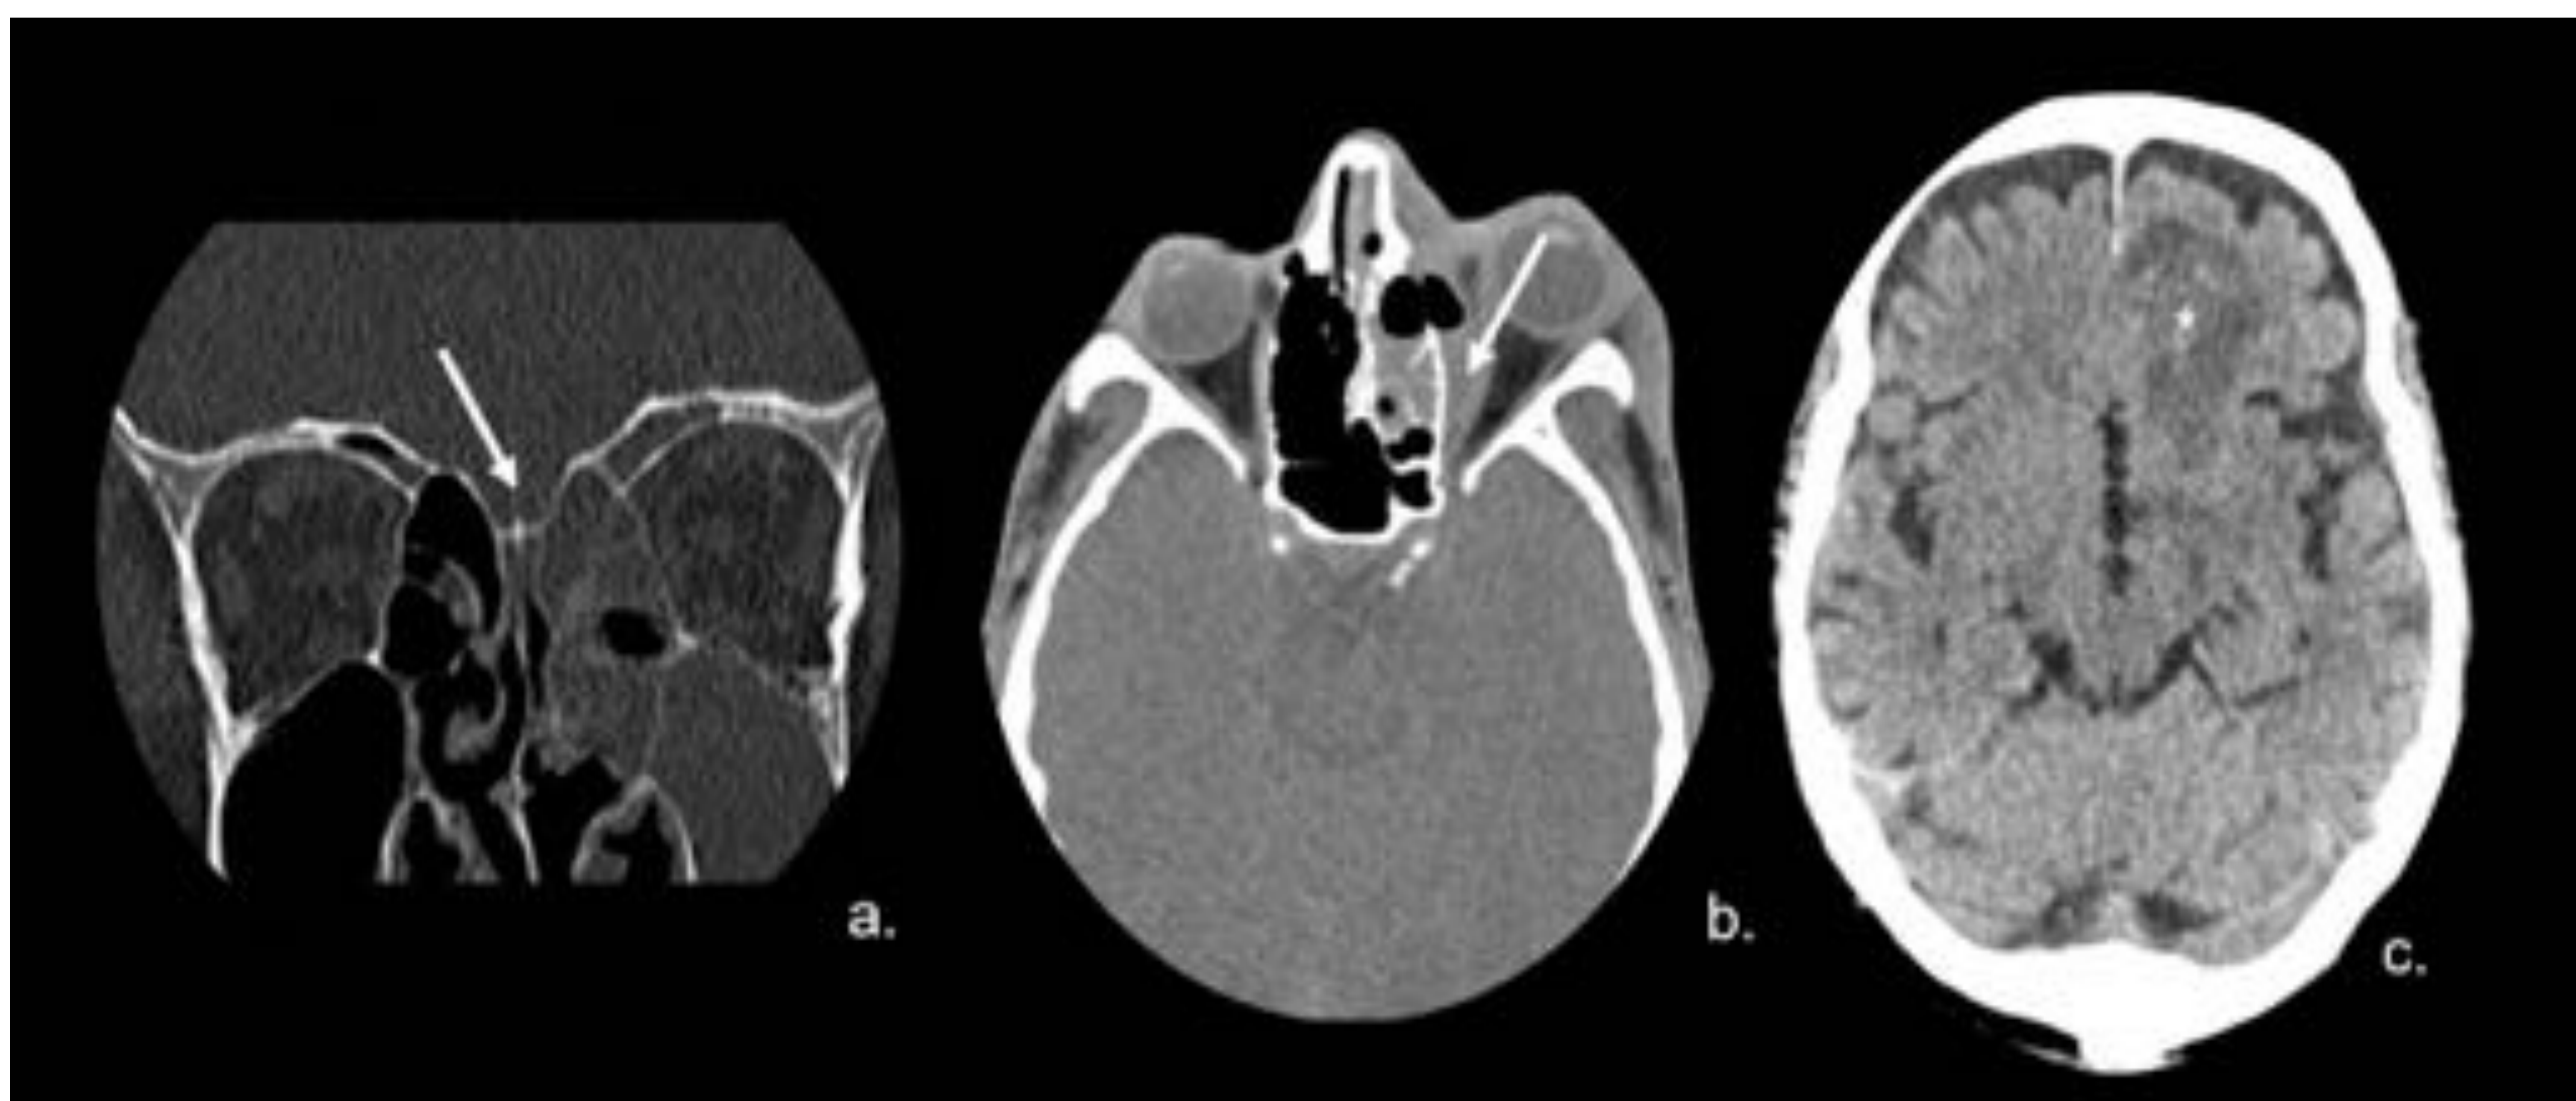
Sinusitis micótica invasiva. TC con ventana ósea en plano coronal (a.): Opacificación de celdillas etmoidales anteriores (flecha). Ventana de partes blandas en plano axial (b.): Opacidad maxilar izquierda, etmoidal y frontal con extensión a la órbita izquierda y absceso orbitario (flecha) y proptosis. (C.) imagen de cerebritis en lóbulo frontal izquierdo (\*). Referencia: Hospital Universitario Severo Ochoa. Leganés - España.
